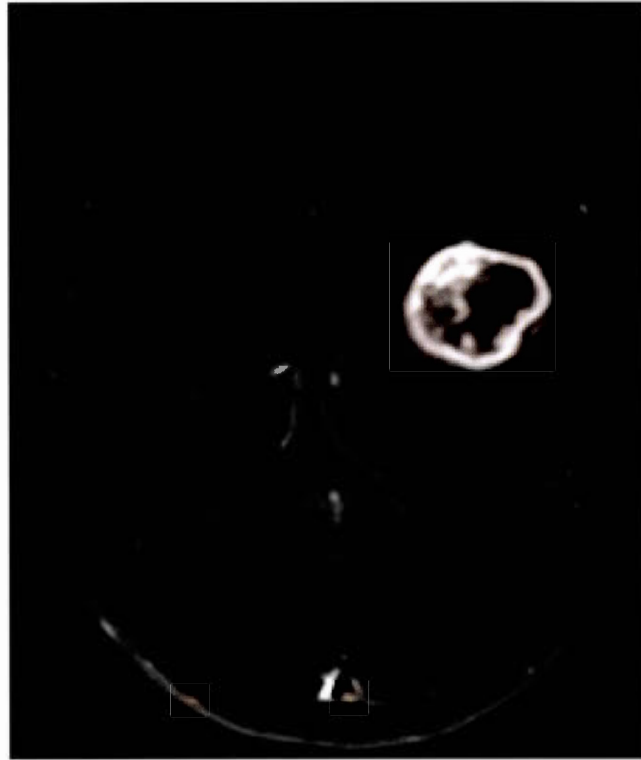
IRM d'un Glioblastome temporal gauche.
